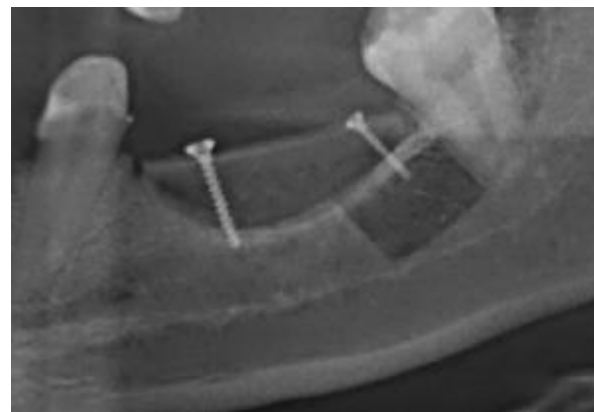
Postsurgical radiograph shows vertical augmentation and microscrews (detail of a Panorex radiograph).
